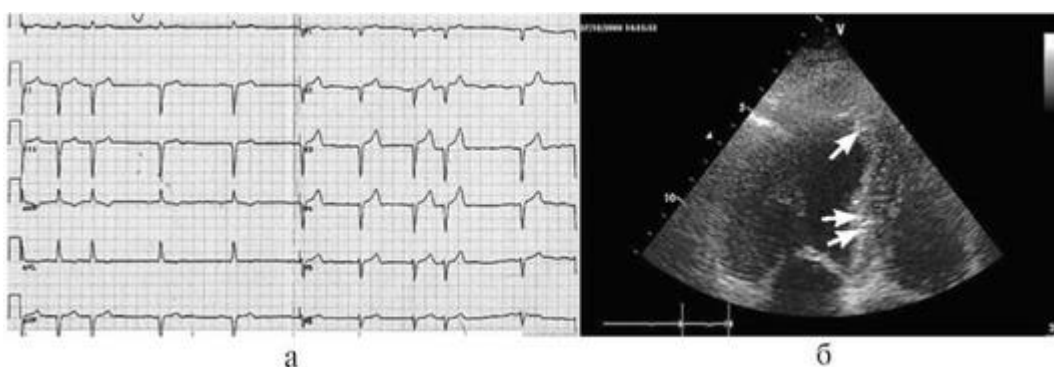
ЭКГ (а) и эхокардиограмма (б) больного Ш., 63 года (пояснения см. в тексте)
